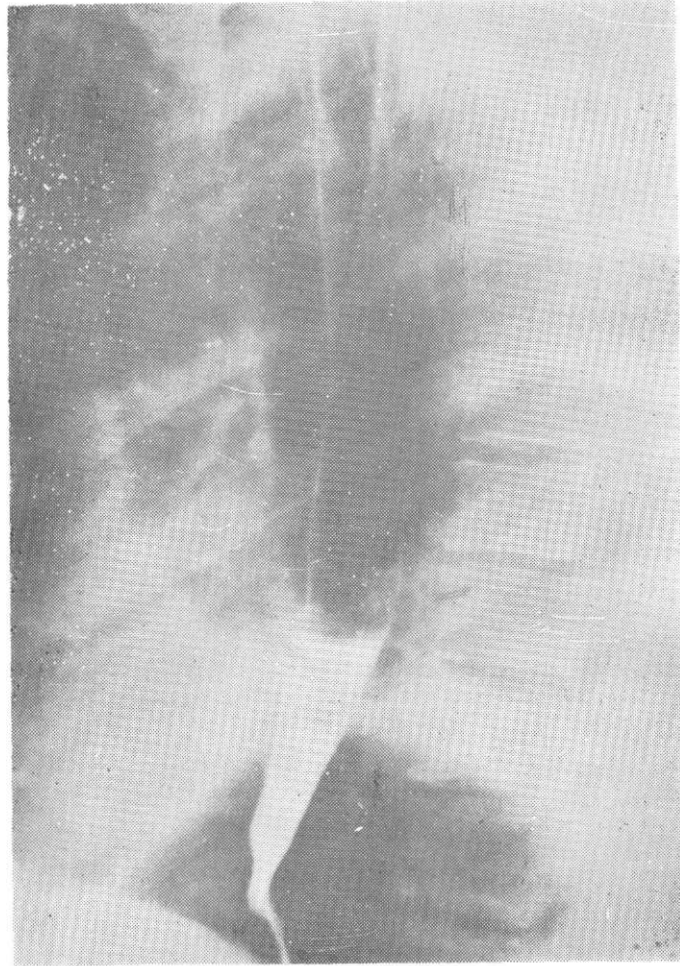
a : Olgunun pnömonektomi sonrası PA akciğer grafisi.
